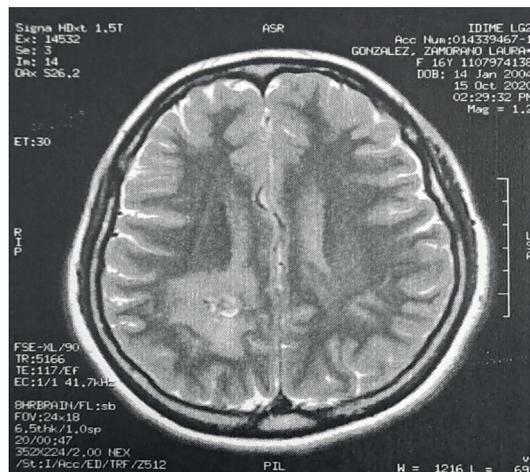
Resonancia magnética de encéfalo con gadolinio
